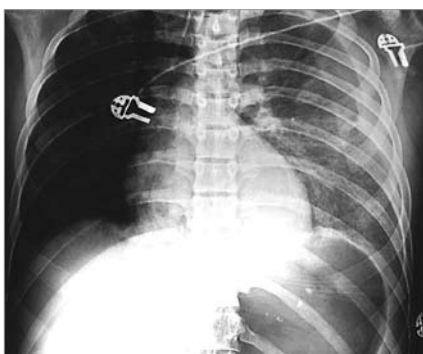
36-jähriger Patient, Ankündigung als isoliertes SHT, intubiert und beatmet, RR stabil 110/90. Im Lungenröntgen Hämatothorax links mit Mediastinalverschiebung, Zwerchfellkuppel nicht abgrenzbar, Pneumothorax rechts. Die riesige luftgefüllte Magenblase wurde durch Maskenbeatmung des unter dem Autodach Einklemmten während der Bergung hervorgerufen
